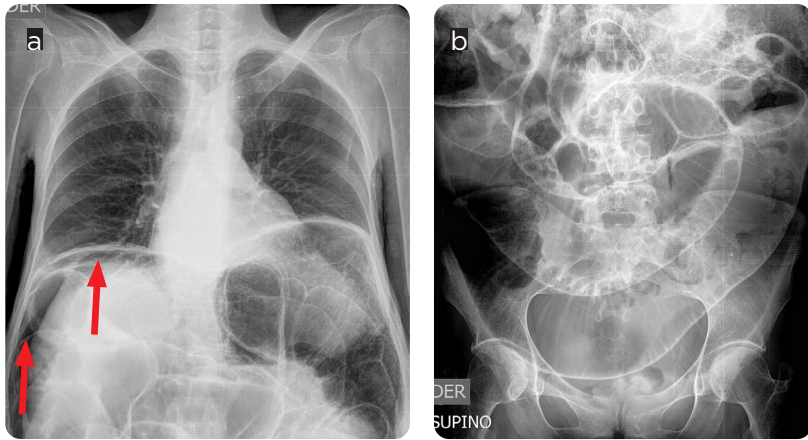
Paciente de 39 años de edad, con antecedente de esclerodermia, ingresa por dolor abdominal. a y b) Radiografía de abdomen con distensión de asas intestinales delgadas y colónicas con neumoperitoneo (flechas).
